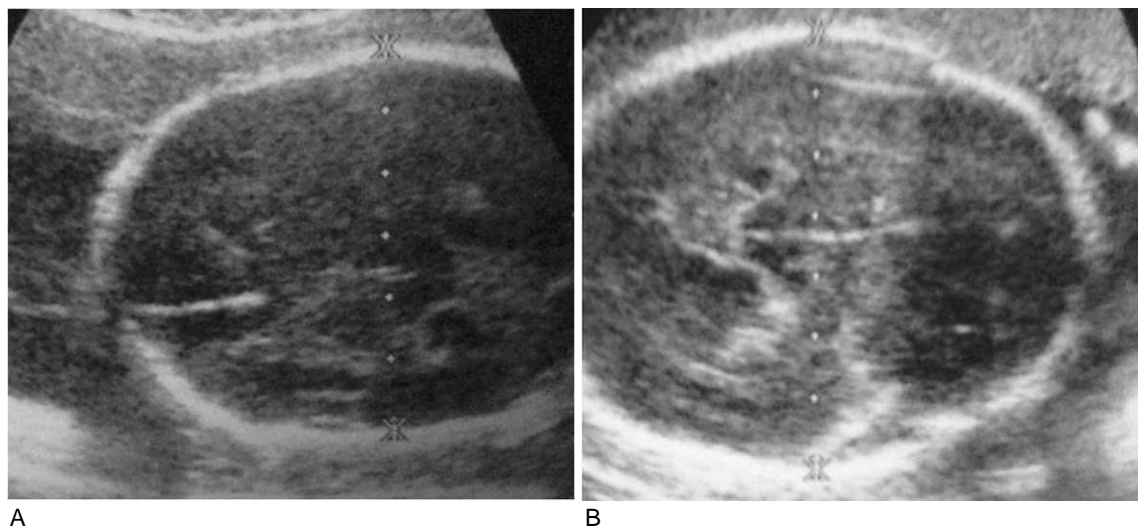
Prenatal ultrasound examinations of a female fetus in a local clinic.
